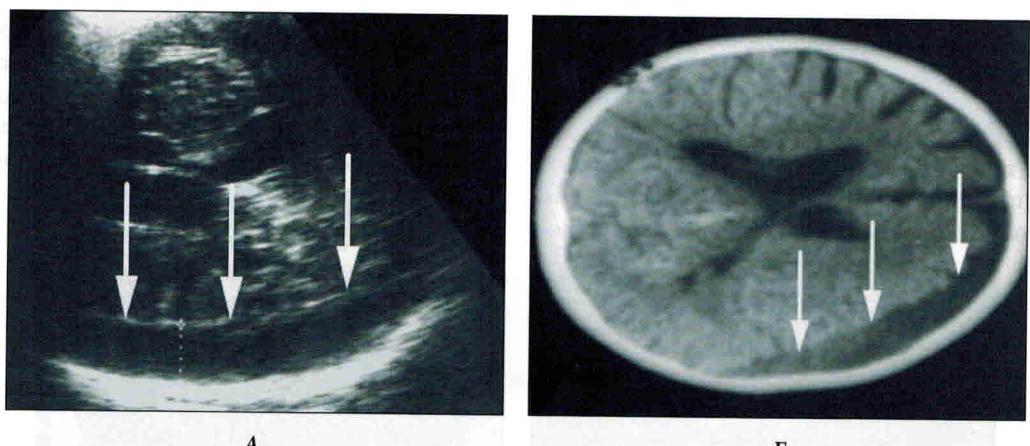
Сопоставление данных транскраниальной УС (А) и КТ (Б) при одностороннем хроническом субдуральном скоплении жидкости. Скопление обозначено стрелками.
